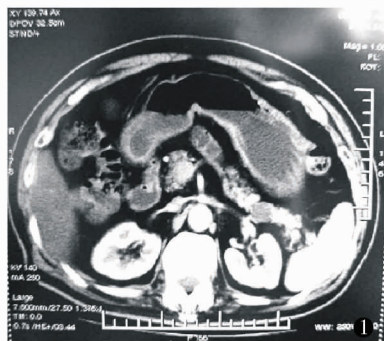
CT 显示胰体尾部占位 图 2 手术标本 图 3 黏液性囊腺瘤伴微小胰岛细胞瘤
